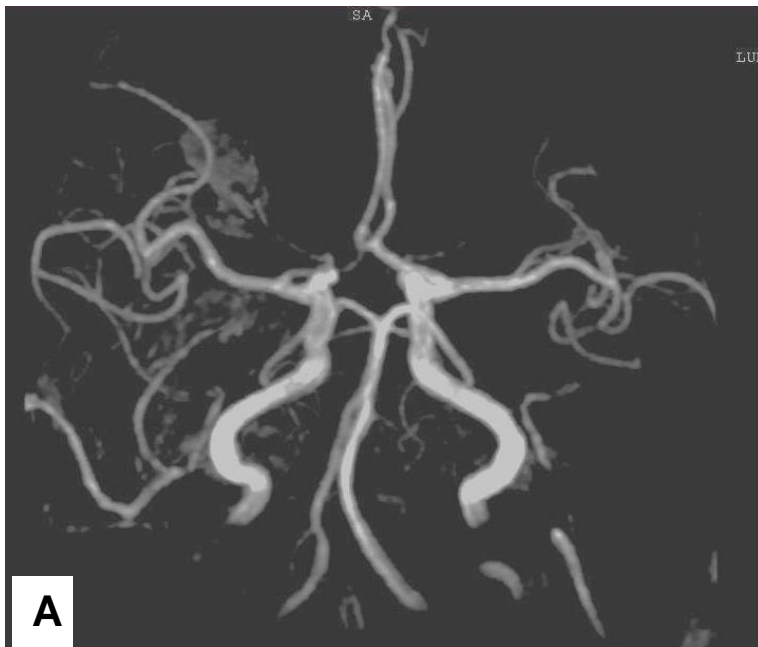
Imagen A y B. Angioresonancia. Hipoplasia de la arteria vertebral derecha. Hipoplasia del segmento A1 de la arteria cerebral anterior derecha.
